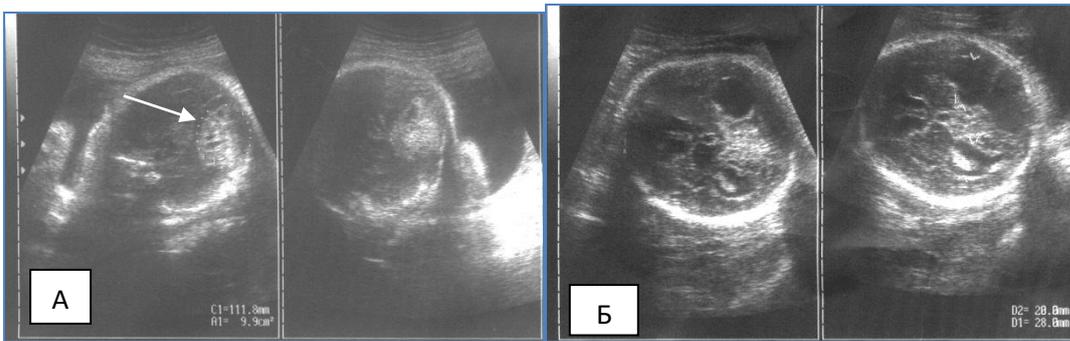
УЗИ головного мозга плода в 25-26 нед. А - внутримозговое кровоизлияние (стрелка), локализуется в задней черепной ямке, в области сосудистого сплетения; Б – то же наблюдение через 10 суток, исход кровоизлияния в виде двусторонней вентрикуломегалии с визуализацией в просвете бокового желудочка тромботических масс. Аксиальное сечение головки плода.
